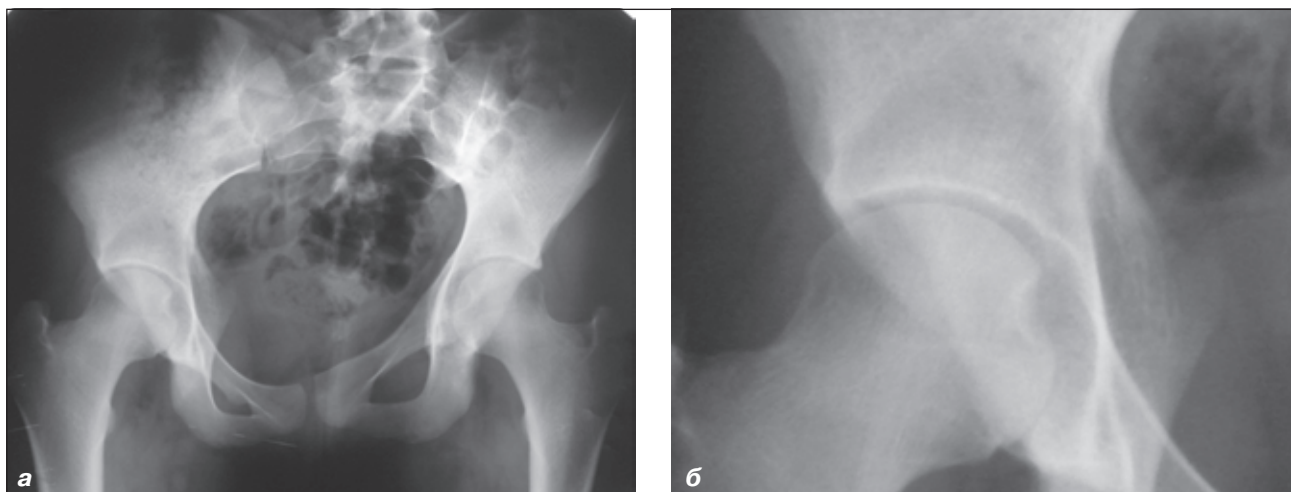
«Хибні» симптоми ретроверсії правої кульшової западини на рентген-зображенні таза та кульшових суглобів (а; б — збільшення) пацієнта В., 14 років, з аномалією крижового відділу хребта
